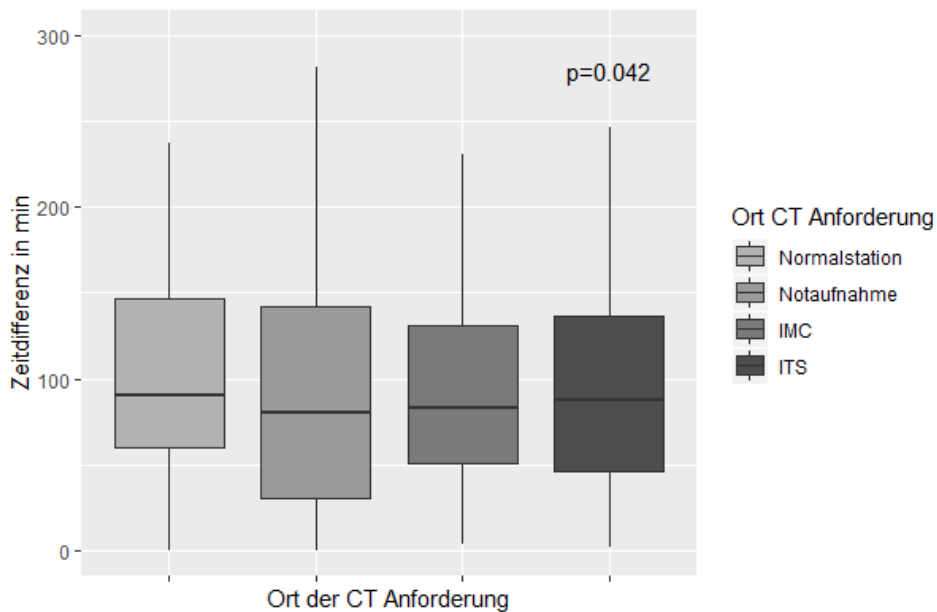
Zeit von der CT-Anmeldung bis zur Durchführung in Bezug auf den Ort der Anforderung
